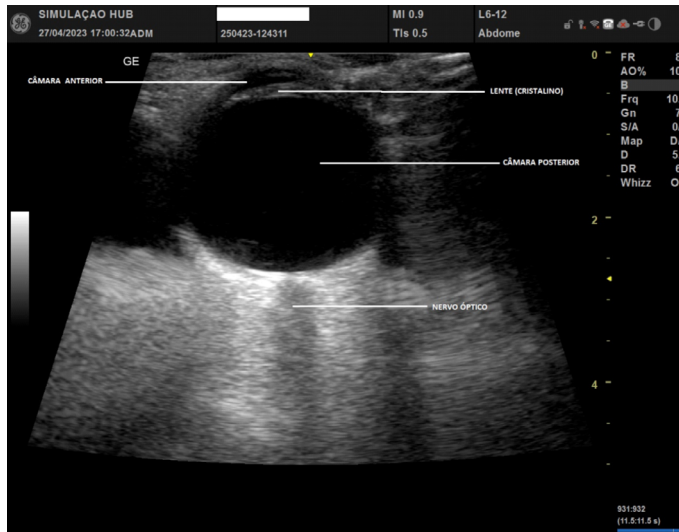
Ultrassonografia normal da bainha do nervo óptico
